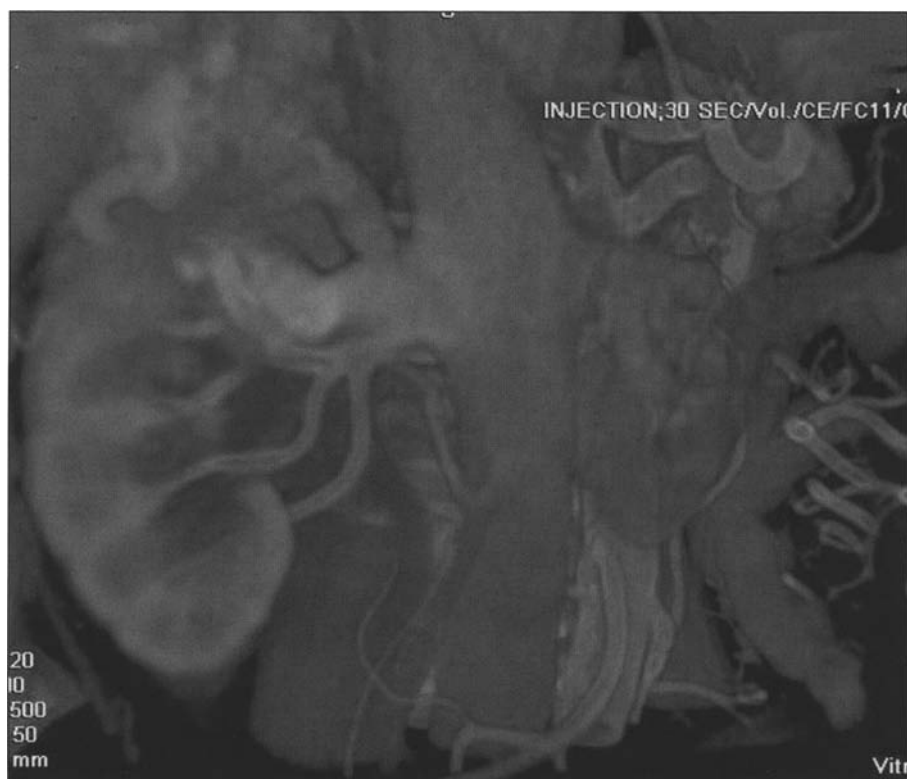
TDM. Reconstruction volumique. Vue antérieure. Volumineuse tumeur du pôle supérieur du rein droit avec atteinte surrénalienne sans extension veineuse majeure et hypertrophie de la veine rénale et de la veine surrénalienne par hyperdébit.
